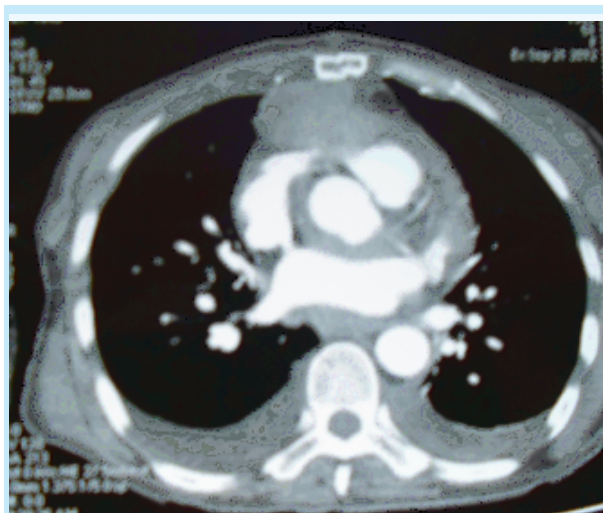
Une coupe d'une TDM thoracique montrant l'infiltration du médiastin par la tumeur thymique et l'engainement du tronc coronaire gauche et de l'artère inter-ventriculaire antérieure dans son segment proximal par la tumeur thymique.
